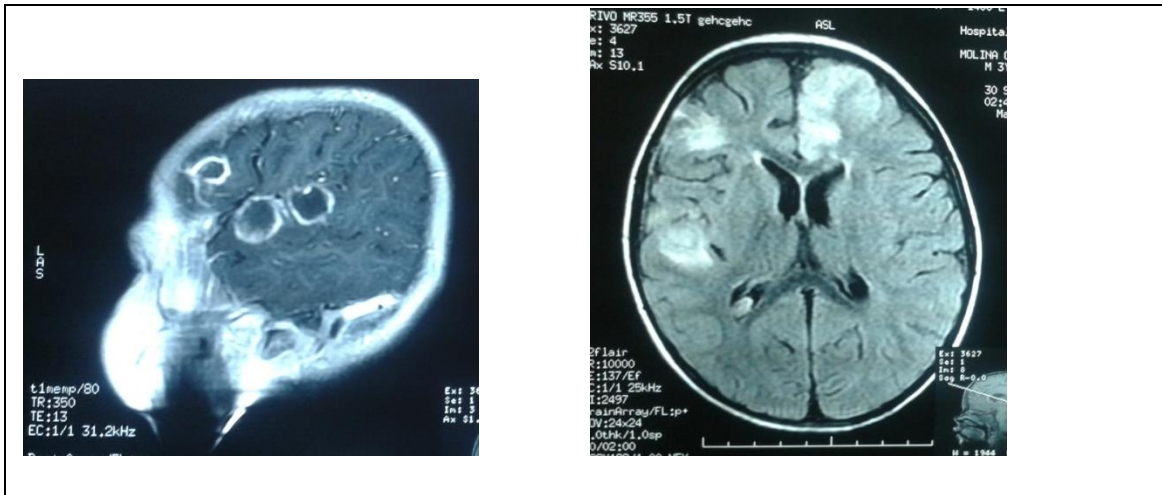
Resonancia Magnética de cráneo
